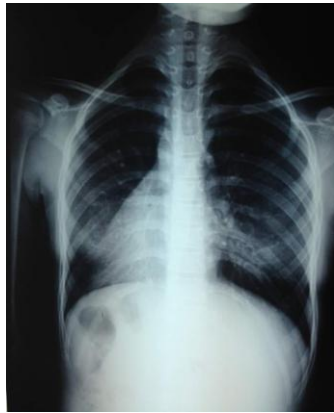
Radiografía de tórax con *situs inversus* y signos inflamatorios bilaterales.
